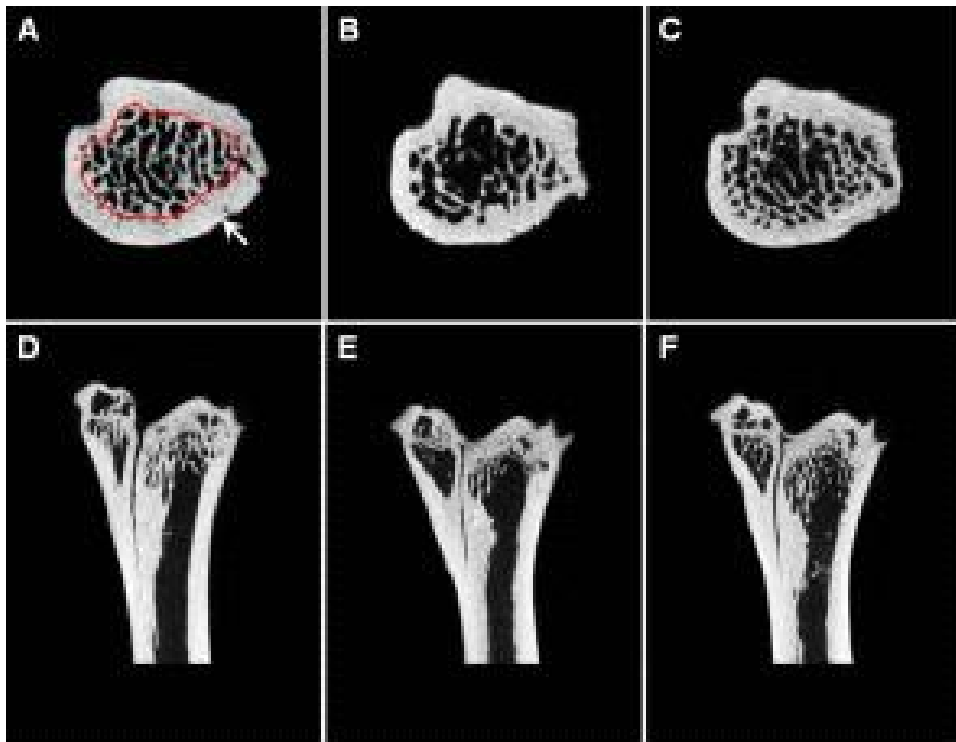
The cross sectional (upper panel; A, B and C) and transaxial (coronal section) images (lower panel; D, E and F) of tibial distal part, using Micro-CT analysis. A and D; control-young(비투여어린군), B and E; control-old(비투여고령군) C and F; ginseng-old(인삼투여고령군).
